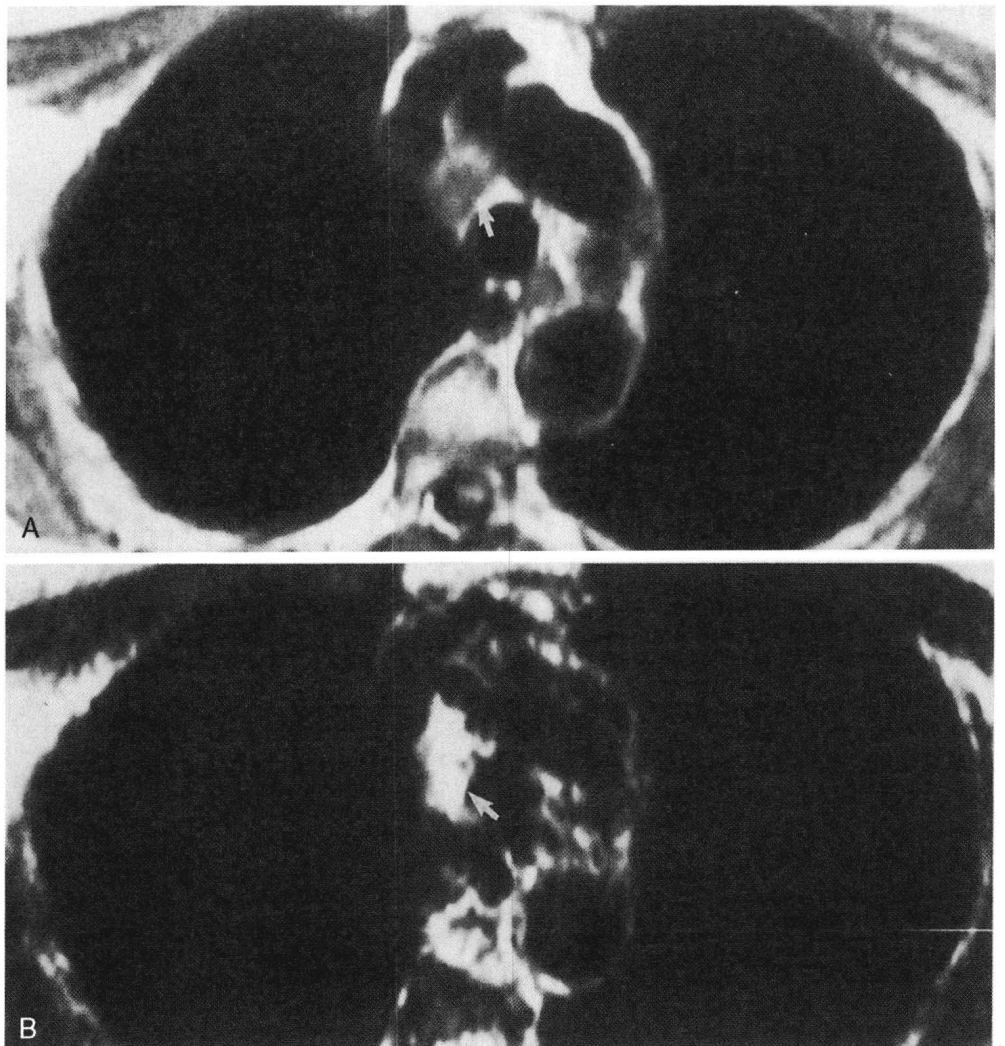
支气管囊肿的 MRI 图像。A，T1 加权像显示支气管右侧肿块呈低信号，低信号是由囊肿内容物含水所致。B，T2 加权像，由于水的长 T2 值，囊肿的信号比脂肪或肌肉更高。
